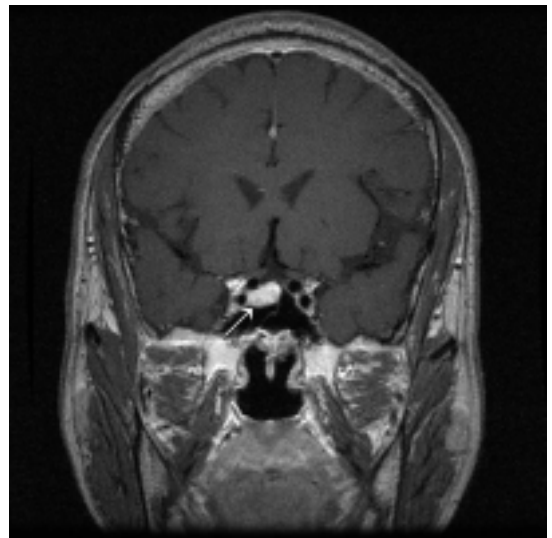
In sella dynamic MRI, a macroadenoma (white arrow), about 1.2×1.3 cm sized, was shown at right side pituitary gland.
